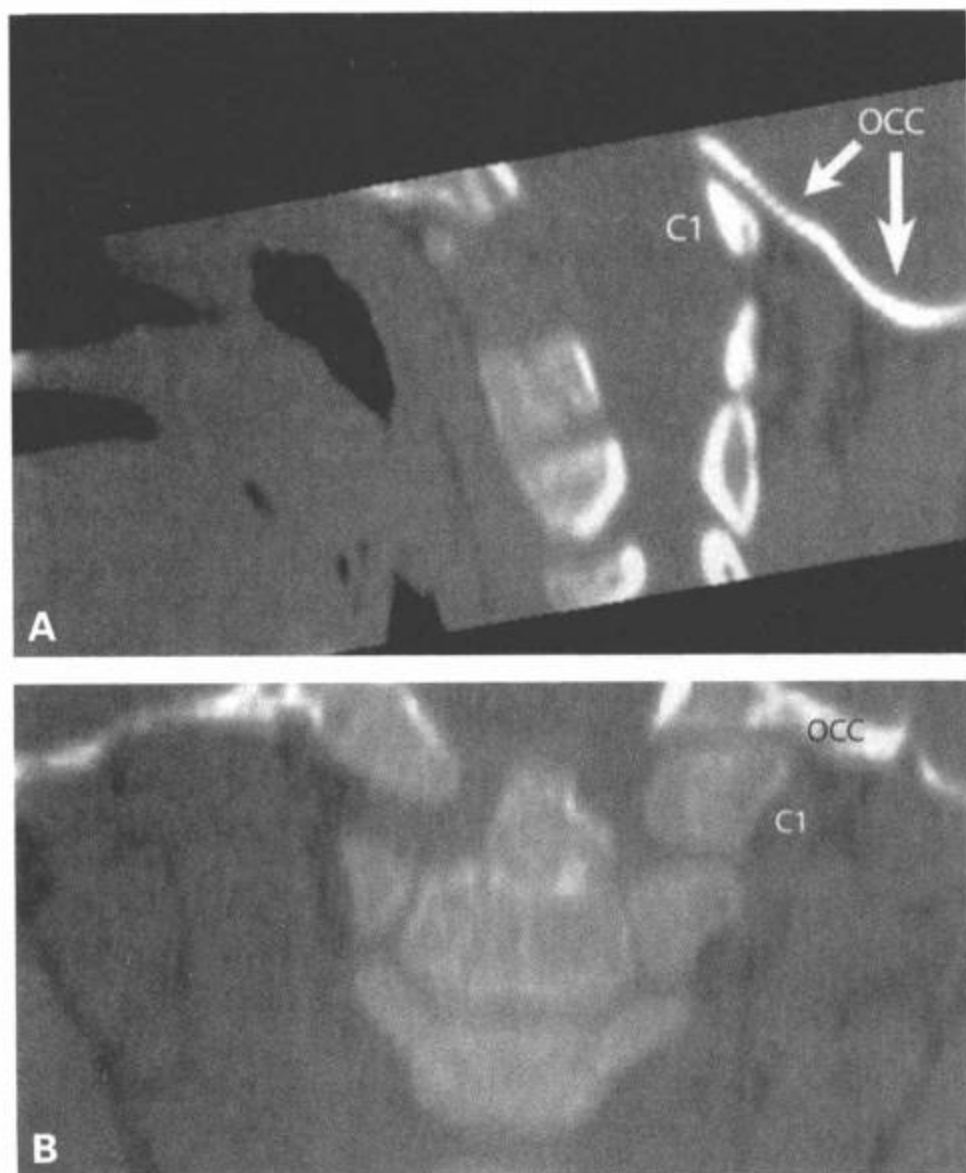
C1椎体枕骨化伴颈椎向上内陷。3岁儿童，跌落后的状态。CT矢状面(A)和冠状面重组图像(B)显示C1后部结构与枕骨基底异常融合(A)，C1侧块与枕骨左半侧异常融合(B)。导致这个层面的活动性丧失，齿突上移到枕大孔水平。
